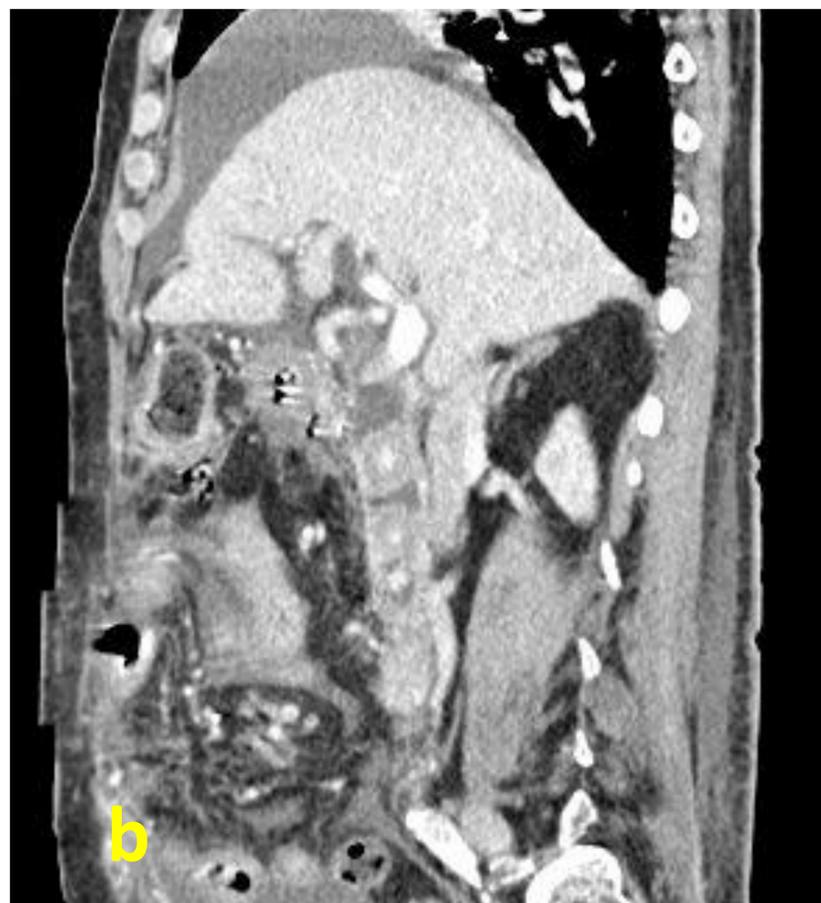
Gran Coledocolitiasis. a) CTH donde se observan gran coledocolitiasis y DBE alojado en vía biliar. b) Reconstrucción sagital de TC donde se observa la dilatación y las coledocolitiasis.
